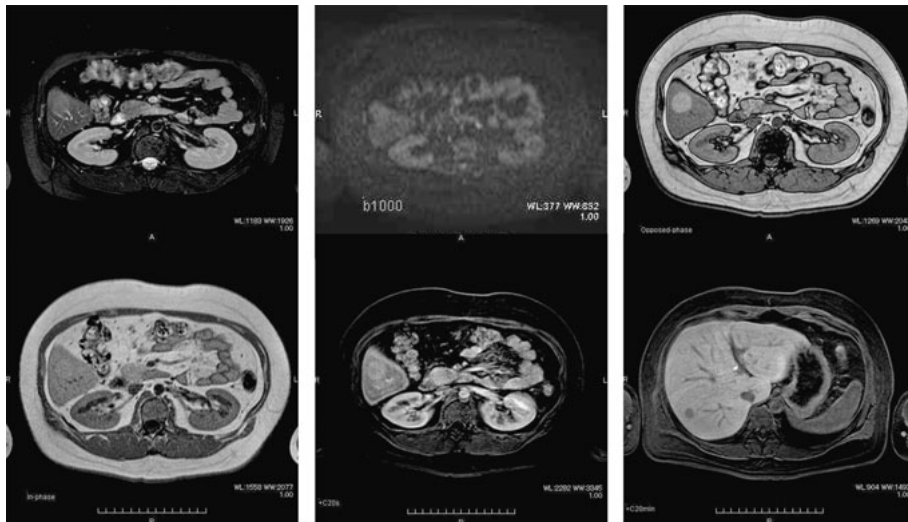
2008年7月 Gd-EOB-DTPA 造影 MRI
